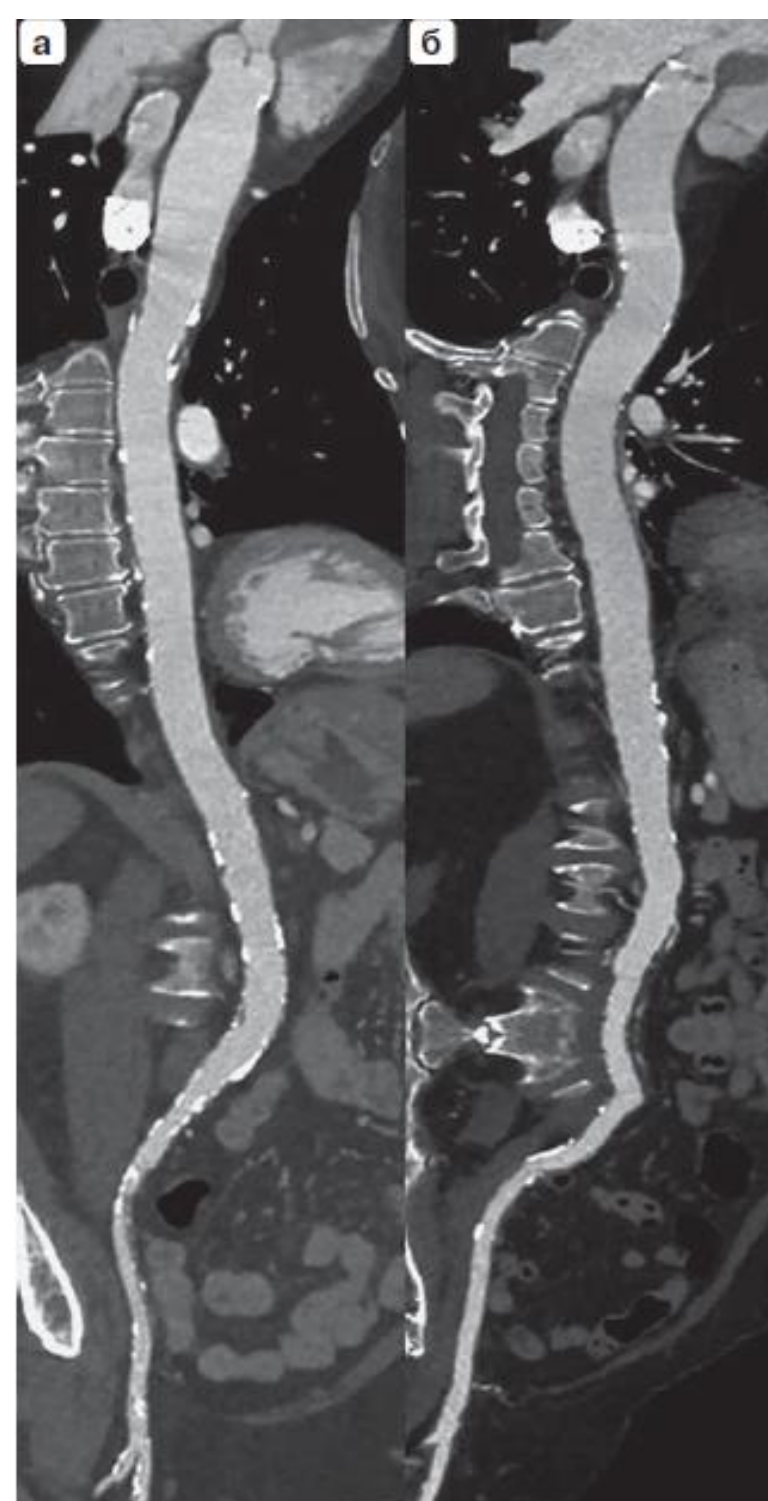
КТ-аортография. Сравнение MPR-реконструкций аорты с использованием трехзонного протокола с напряжением рентгеновской трубки 80kV (а) и 100kV (б).
